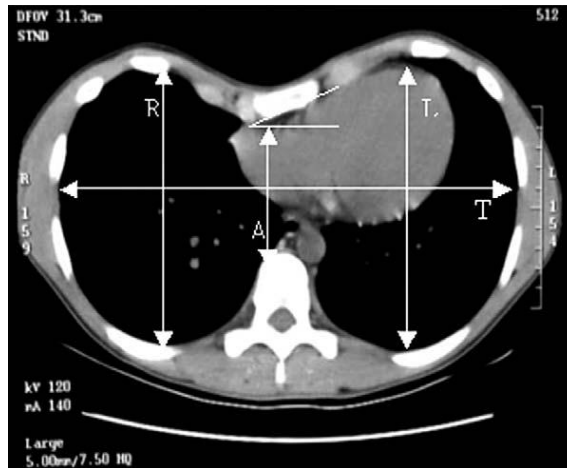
Cách đo chỉ số Haller trên CT
